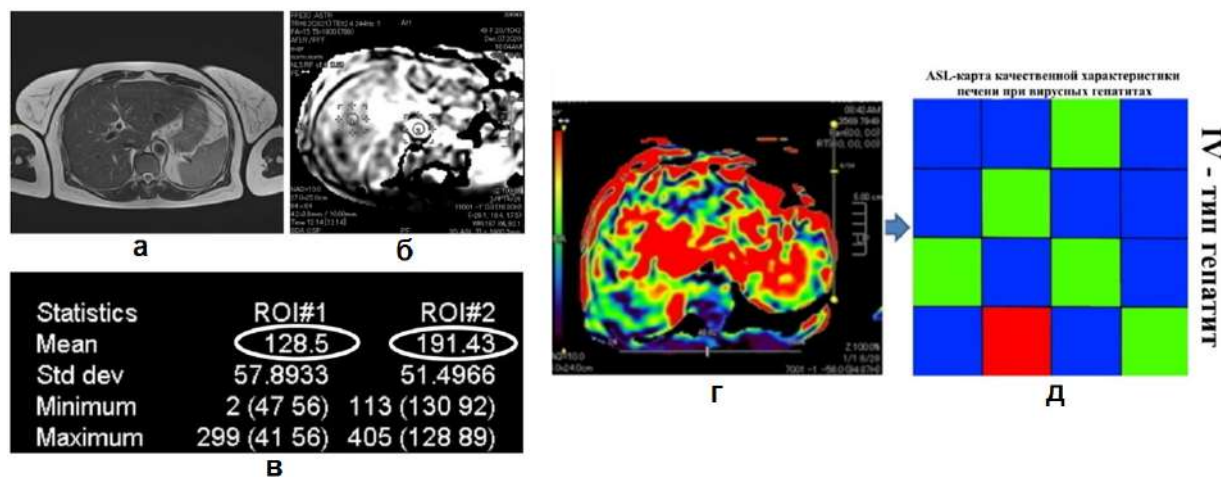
Мультимодальный подход в оценке последовательности ASL-перфузия печени при МРТ у пациента 47 лет, с диагнозом вирусный гепатит В: а – T2 ВИ, аксиальный срез; б – серая карта ASL-перфузии печени (1 – печеночная артерия, 2 – брюшной отдел аорты); в – статистическая ASL-карта, HBF=128,5 мл/100г/мин; г – цветная карта ASL-перфузии печени; д – графическая ASL-шкала перфузии печени IV
